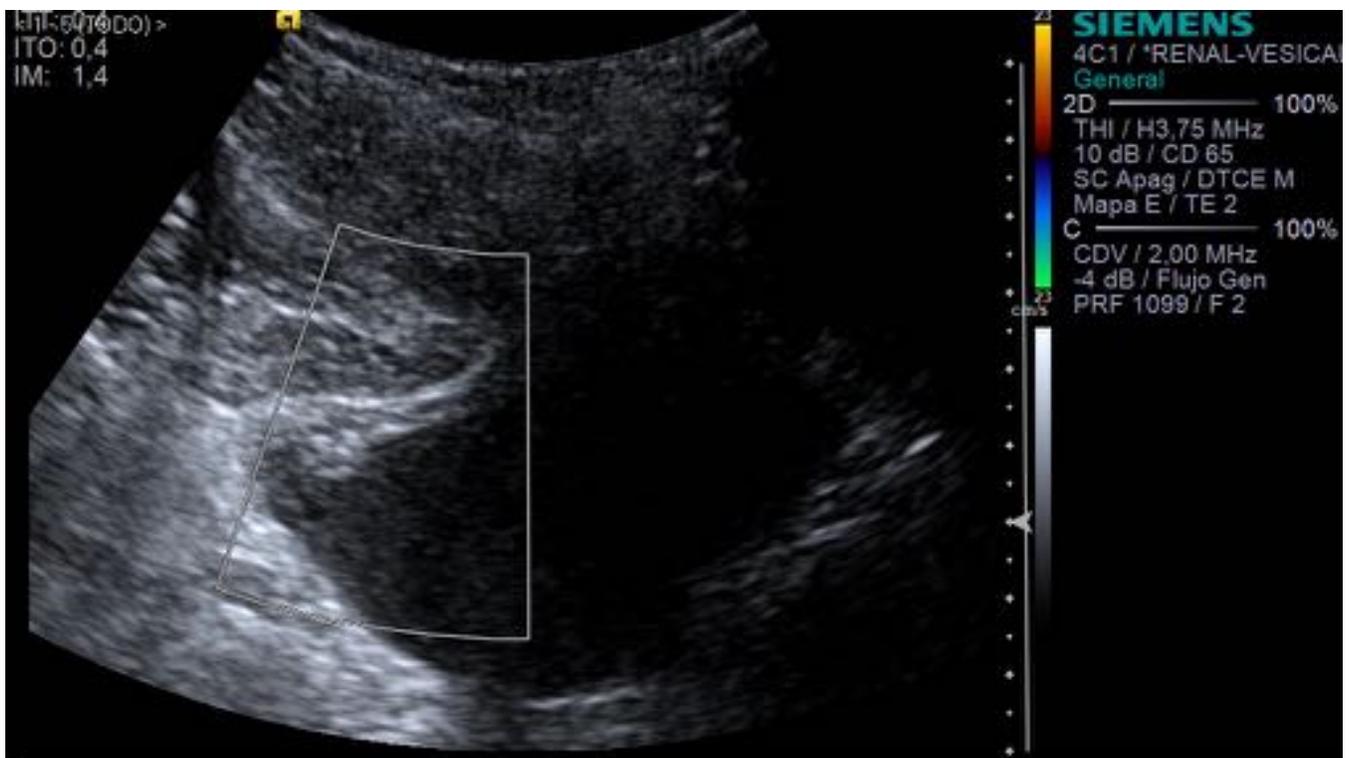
Engrosamiento nodular parietal de la vejiga, sin señal Doppler color.
